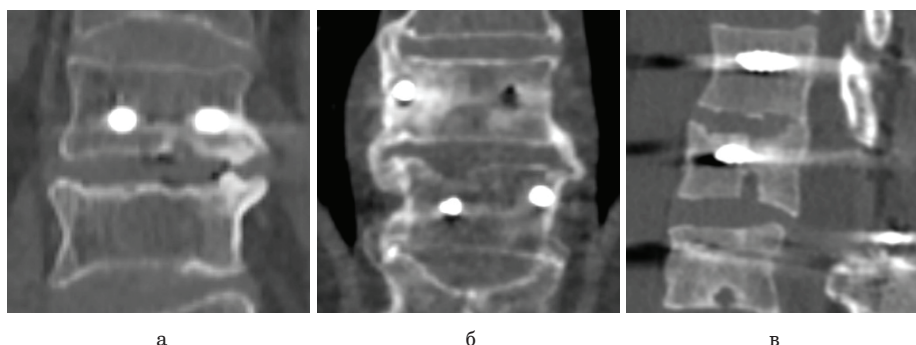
КТ-реконструкции, демонстрирующие степени II (а) и III (б, в) изменений в межпозвоночных дисках при исследовании отдаленных результатов
